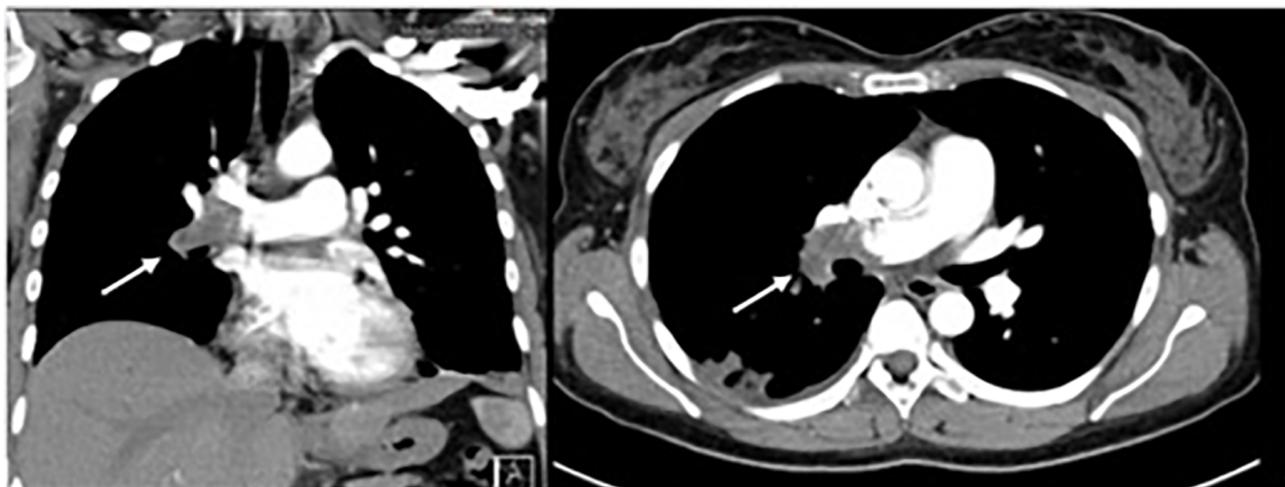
Tomografia computadorizada de tórax (TC): corte coronal (esquerda) e axial (direita) do trombo central na artéria pulmonar direita e nos ramos lobares principais.
